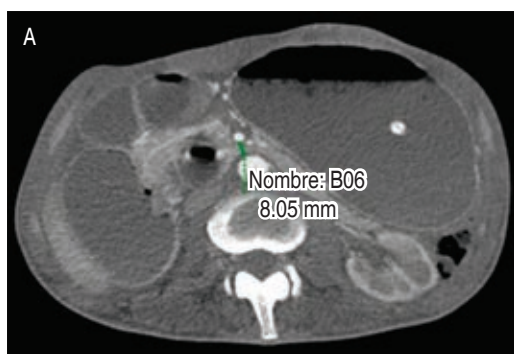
Tomografía contrastada. A) Corte axial donde se observa una distancia entre arteria aorta y arteria mesentérica de 8.05 mm. B) Corte coronal donde se observa dilatación gástrica con pérdida de los pliegues gástricos y amputación de la tercera porción del duodeno.
